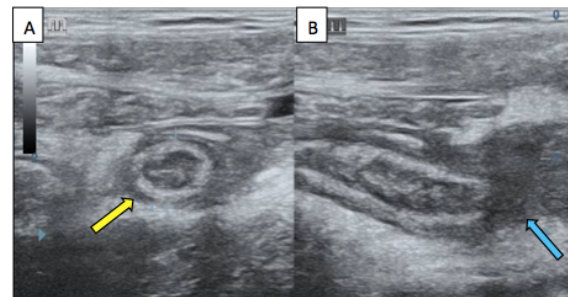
Patient de 16 ans, reçu pour douleurs de la fosse iliaque droite. Coupes échographiques transversale (A) et longitudinale (B) montrant un appendice augmenté de taille (flèche jaune), dont le diamètre antéro postérieur est mesuré à 10 mm avec une importante infiltration de la graisse péri-lésionnelle notamment au niveau de son bout distal (flèche bleue), ces aspects évoquant une appendicite aiguë non compliquée.
